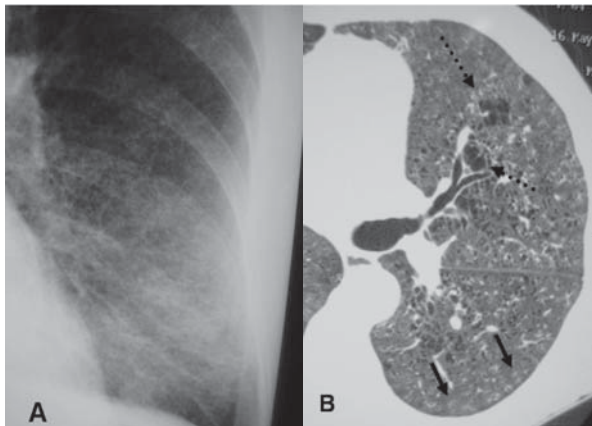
Pneumoconiose dos mineiros de carvão. A) Radiografia simples demonstrando micronódulos difusos; B) Na tomografia computadorizada de alta resolução observam-se micronódulos centrolobulares (setas) e focos de enfisema pulmonar (setas tracejadas)
